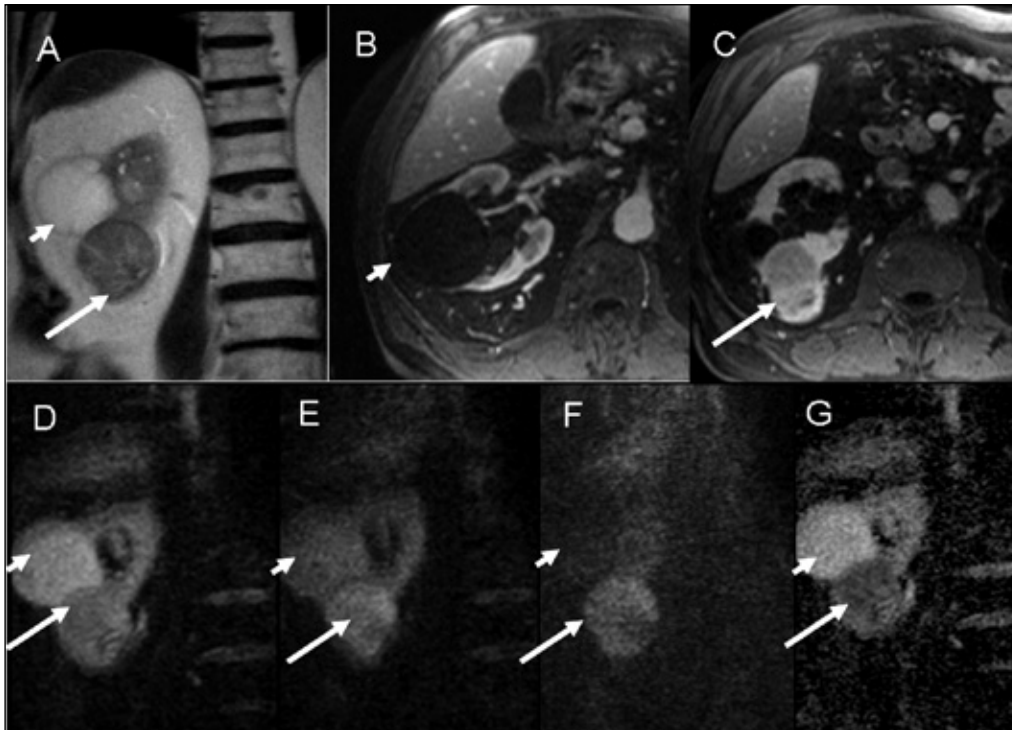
Immagini T2 HASTE, gradient echo T1 VIBE dopo somministrazione di mezzo di contrasto (mdc) e DWI in un paziente con una ciste renale di tipo Bosniak I ed un carcinoma renale. Nelle immagini coronali HASTE T2 pesate (A) sono identificabili due lesioni: una ciste renale (freccia corta) ed un carcinoma renale (freccia lunga). Nelle immagini assiali gradient echo VIBE ottenute dopo somministrazione di mdc la ciste renale non possedendo una vascolarizzazione non capta il mdc (B), al contrario il carcinoma renale essendo vascolarizzato mostra captazione di mdc (C), la caratteristica della vascolarizzazione studiata tramite somministrazione di mdc dirime quindi la diagnostica differenziale per queste due lesioni. Nelle immagini coronali DWI invece è studiata la diffusione che è correlata alla densità cellulare, quindi per valori di  $b=0$  (D), la ciste e il carcinoma renale hanno caratteristiche di segnale simili. A valori di  $b=400$  (E) e  $b=800$  (F) la ciste, a cui interno le molecole d'acqua diffondono liberamente, perde rapidamente il proprio segnale, mentre al contrario, nel carcinoma renale, in cui le membrane cellulari hanno un'alta densità e la diffusività delle molecole d'acqua è ridotta e quindi il segnale nel carcinoma renale persiste per alti valori di  $b$  ( $s/mm^2$ ). Nella mappa ADC (G), il carcinoma ha bassi valori di ADC, mentre la ciste ha alti valori di ADC.
